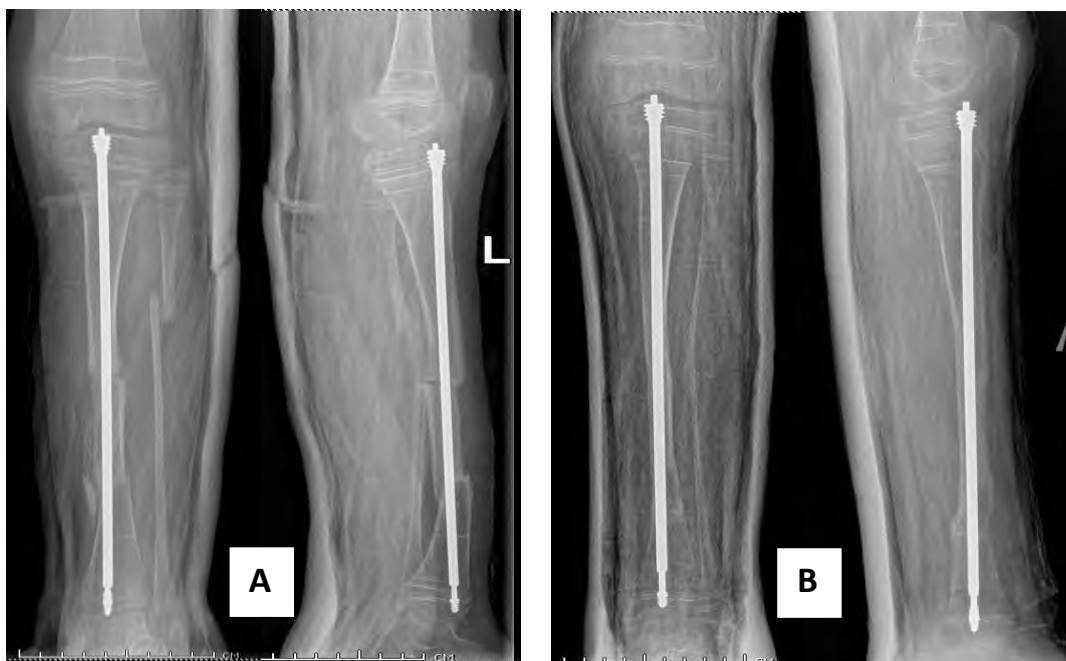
А - Рентгенография костей левой голени в прямой и боковой проекциях на 1 послеоперационные сутки после установки телескопического тифта FD (декабрь 2019г). В - Рентгенография костей левой голени в прямой и боковой проекциях через 6 недель после установки телескопического тифта FD (январь 2020г).
